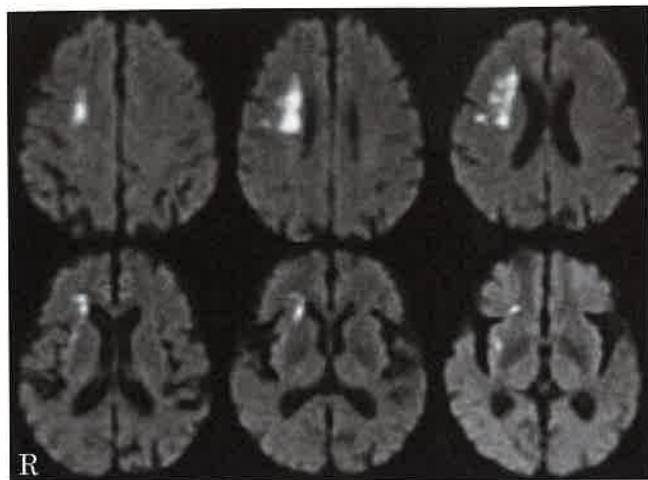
症例2: 脳MRI 拡散強調画像(第2病日)
